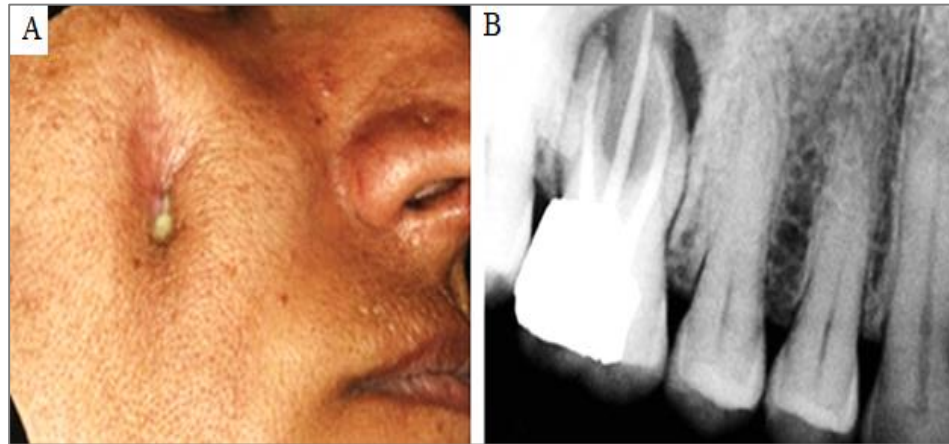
Actinomyose périapicale : (A) Fistule drainante de la joue droite ; (B) Radiographie périapicale montrant une lésion radio transparente associée à une dent ^[38].
